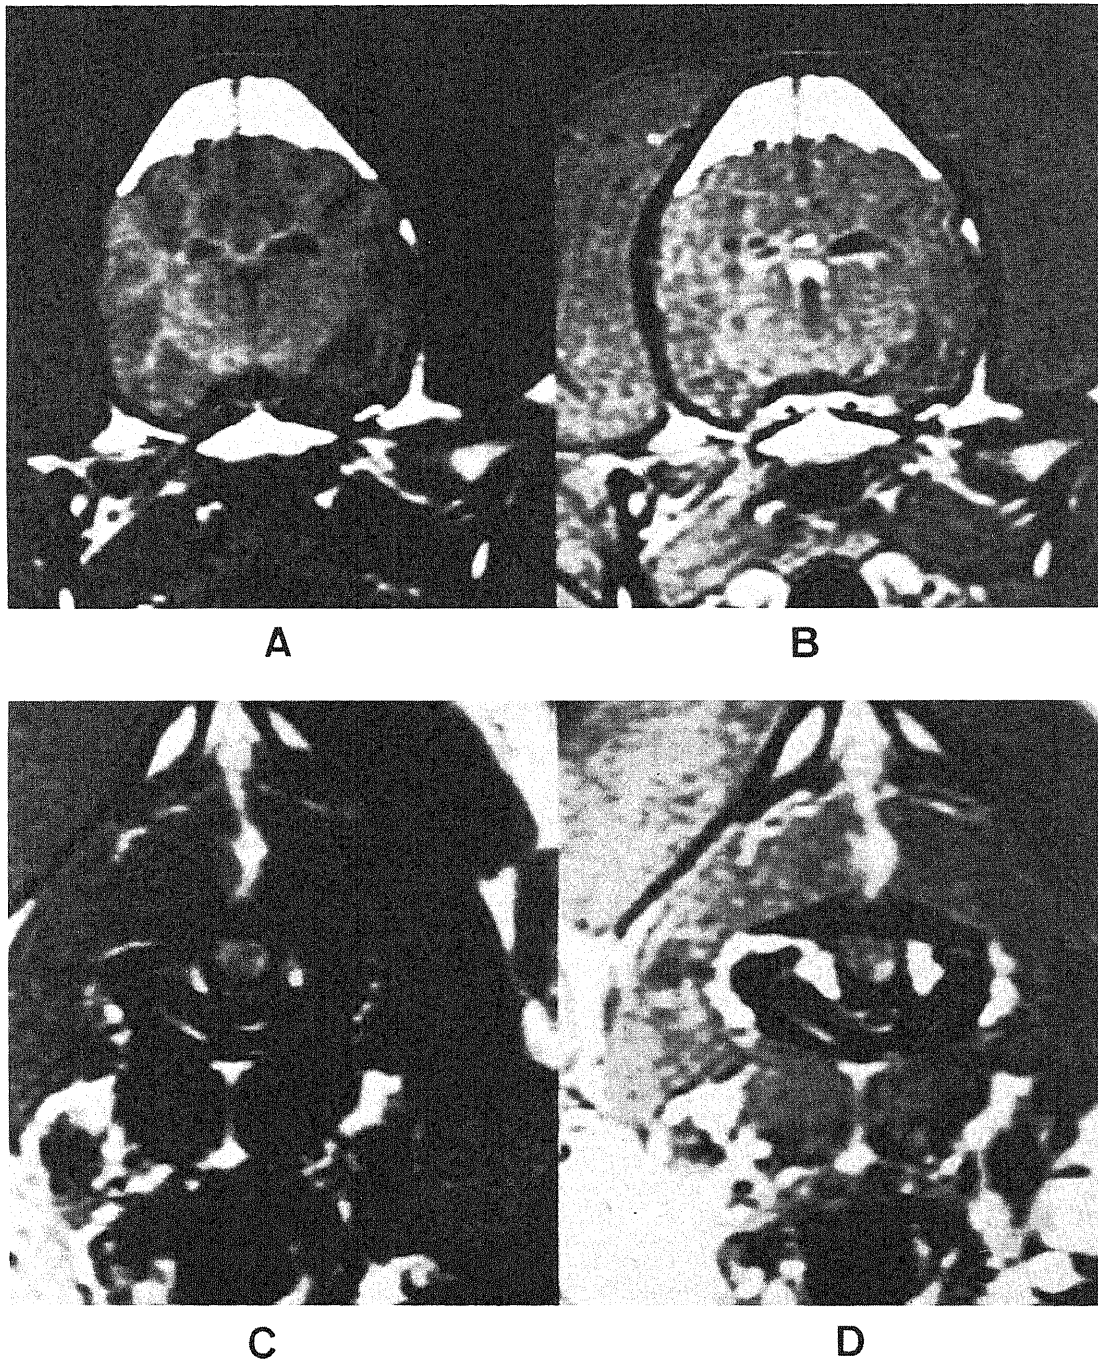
MRI after 120 min clamping and that after meglumine gadopentetate infused. (A), control T1 emphasized image on the forehead slice through the hippocampus. (B), same as A image slice after meglumine gadopentetate infused. (C), control T1 emphasized image on the spine. (D), same as C image slice after meglumine gadopentetate infused.
